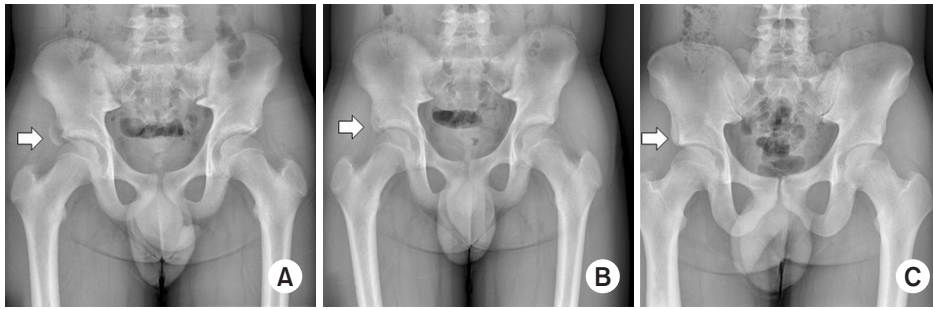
An 11-year-old male patient presented to the clinic with right hip pain following soccer play. (A) Radiograph of the hip joint showed an avulsion fracture at the right lesser trochanter (arrow). (B) After 3 months of conservative treatment, radiographs demonstrated bone union (arrow). (C) Even 7 years after the injury, no specific imaging concerns related to growth were noted, and bone remodeling proceeded well (arrow).
